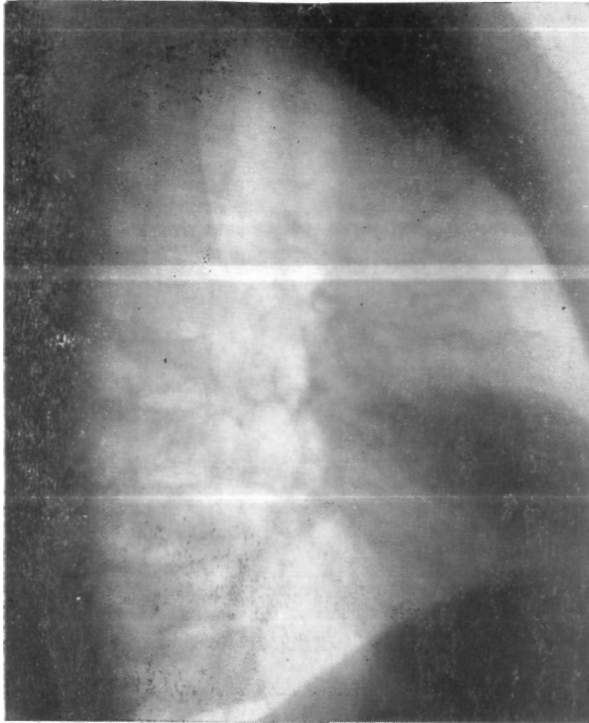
Та же больная. Боковая рентгенограмма правого легкого. Ателектаз средней доли.
